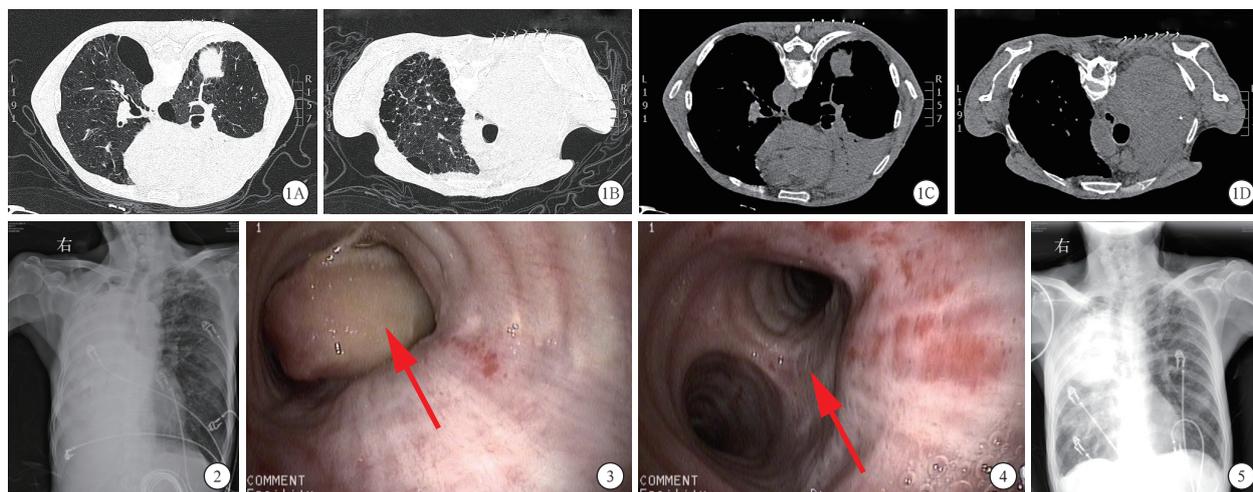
68岁男性患者2015年12月24日胸部CT示中下肺肺窗见双肺肺大疱及右中叶阻塞性肺炎(A),上肺肺窗见右上肺肿块(B),中下肺纵隔窗见右中叶阻塞性肺炎(C),上肺纵隔窗见右上肺肿块(D) 图2 68岁男性患者2015年12月27日X线胸片示右肺不张,气管右偏 图3 68岁男性患者2015年12月28日无创通气辅助支气管镜检查(治疗前)见隆突部位巨大痰栓(箭头所示) 图4 68岁男性患者2015年12月28日经支气管镜冷冻治疗后,支气管镜下见隆突尖锐(箭头所示) 图5 68岁男性患者2015年12月28日胸部X线示右上肺肿块,右中下肺复张
